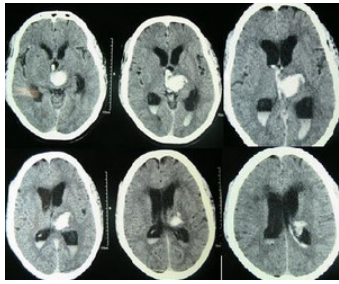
Hypertensive ICB, hier Thalamus-Blutung mit Ventrikeleinbruch und Hydrozephalus, CT axial.
